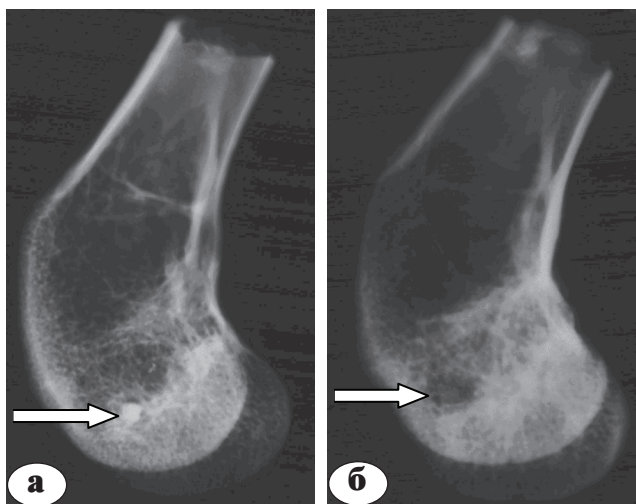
Рентгенограммы коленного сустава через месяц после комбинированной костной пластики (ув. X 6): а – кролика, леченного только противотуберкулезными препаратами; б – кролика, получавшего ронколейкин в послеоперационном периоде. Определяется зона пластики в дистальном отделе бедренной кости (стрелка): а – с тенью высокой интенсивности сигнала и зоной просветления между стенками ложа и трансплантатом; б – с тенью низкой интенсивности, заполняющей костную полость
